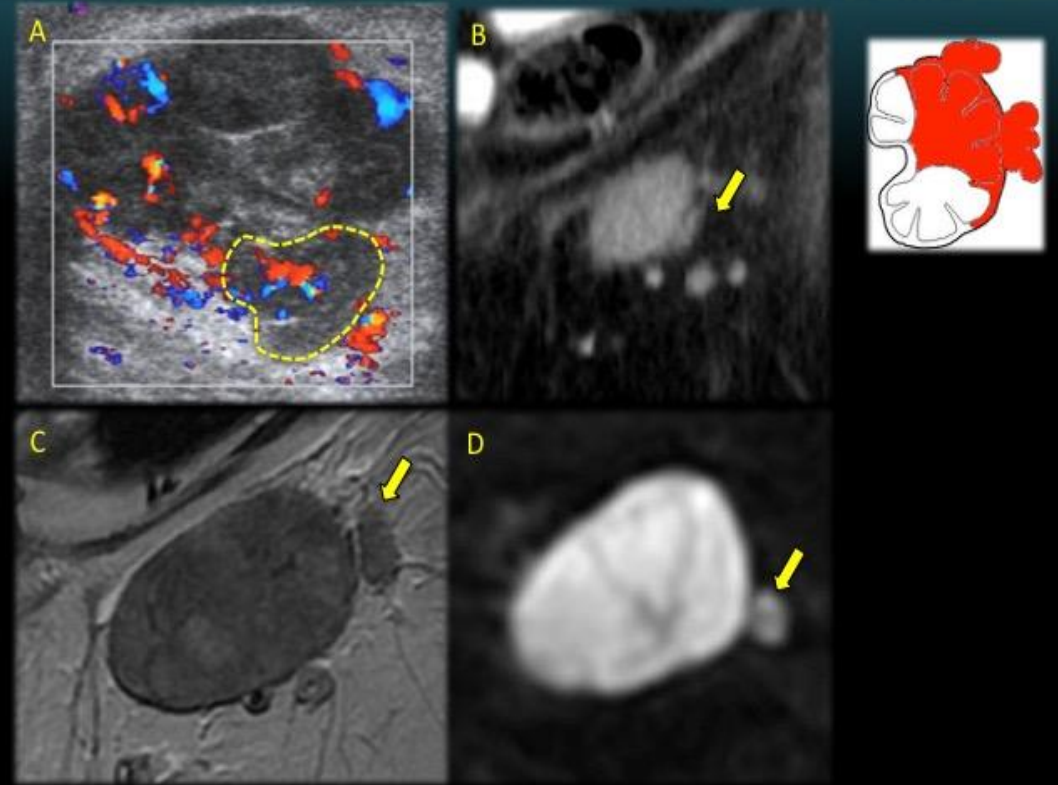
Doppler (A), TC contraste (B), T2W (C), DWI (D): ganglio con cápsula rota confirmado en biopsia
